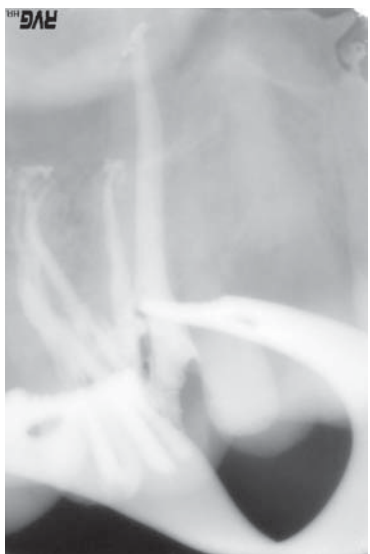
Данные внутриротовой рентгенографии зуба 26 на этапах эндодонтического лечения: контроль пломбирования корневых каналов.
